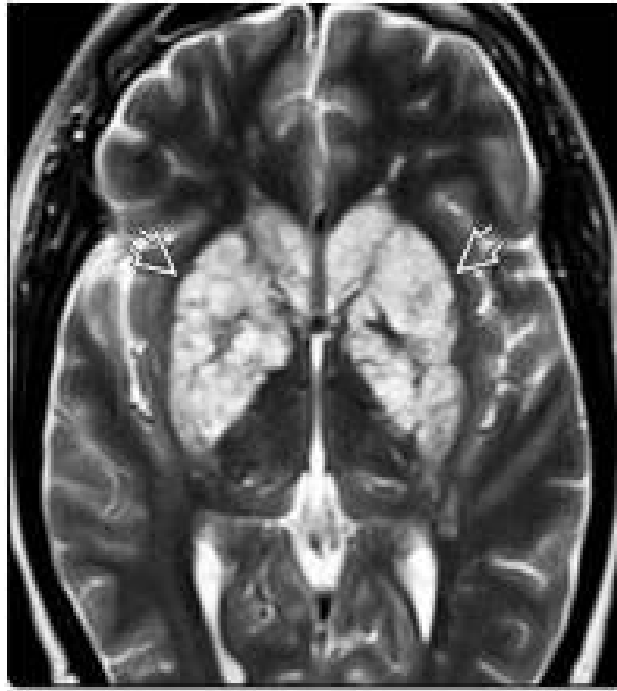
IRM cérébrale en coupe axiale en séquence pondérée pondérée T2 objectivant des multiples formations kystiques en hyper signal T2 dans les noyaux gris centraux caractéristique pseudo kystes gélatineux cryptococcique.
